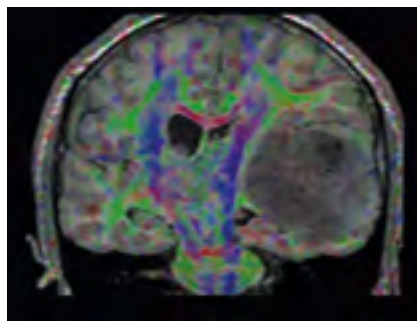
МРТ-трактография у пациентки с глиомой левых височной и островковой долей головного мозга. Опухоль имеет серый цвет. Кортико-спинальный тракт выделен синим цветом.
